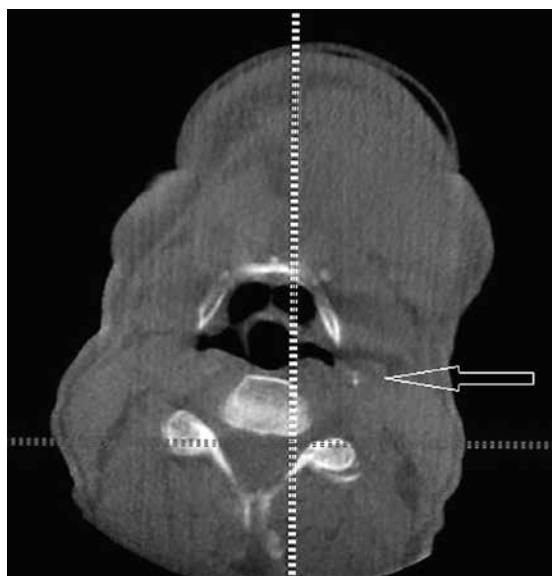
МСКТ, аксиальная плоскость. КСА с обеих сторон (стрелки с тонкими контурами) и обызвествление нижнего констриктора глотки (стрелка с толстым ободком); а – уровень 3–4 шейных позвонков, б – уровень 4–5 шейных позвонков
